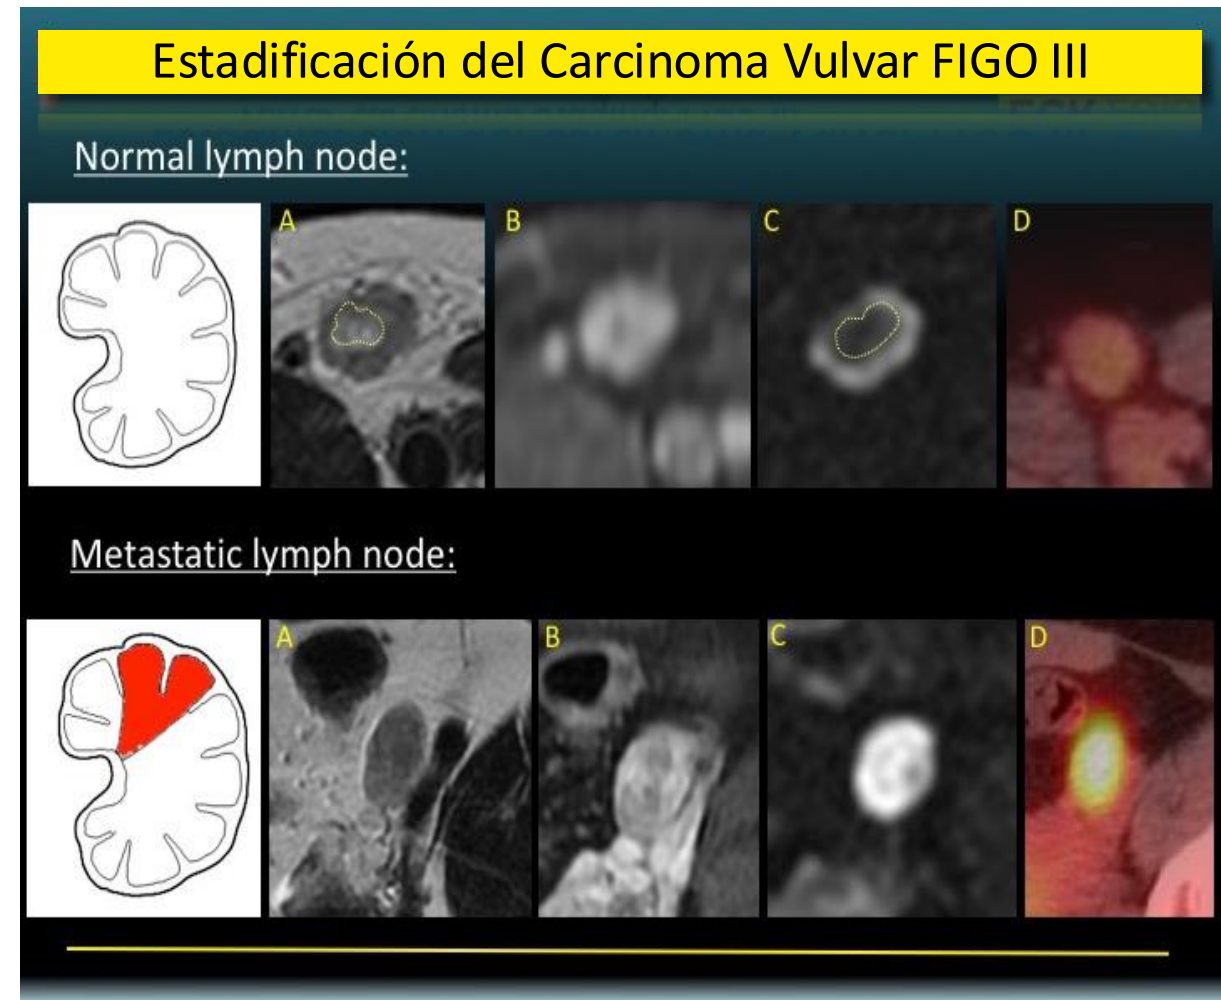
T2WI (A), T1+Gd (B), DWI (C) y PET/TC (D): ganglio normal vs. maligno ilíaco externo
